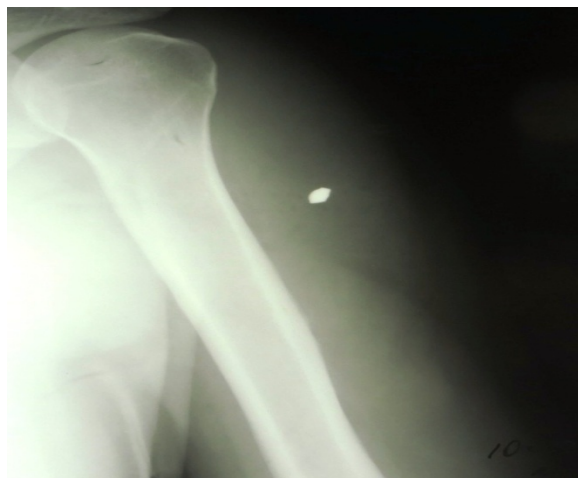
Рентгенограма правого плеча в прямій проекції з наявністю СТ (металевого осколка) м'яких тканин пораненого Б., 38 років. 2 доба після поранення
